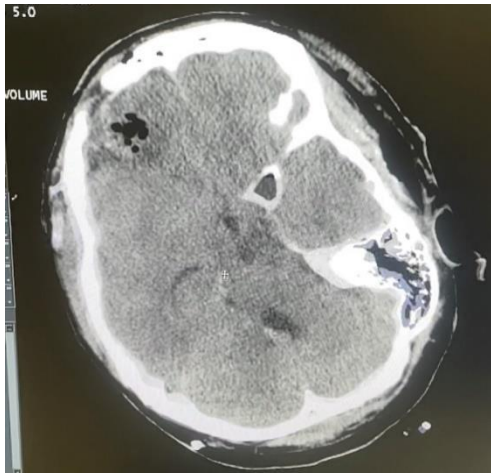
Контроль КТ через 12 годин після операції, аксіальна проекція. В ділянці операції поренцефалія, кісткові уламки до 1 мм в діаметрі в кількості 8-10 штук. Наявна кров в бічних шлуночках. Стан після кістково пластичної краніотомії зліва, видалення кулі з паренхіми головного мозку.
